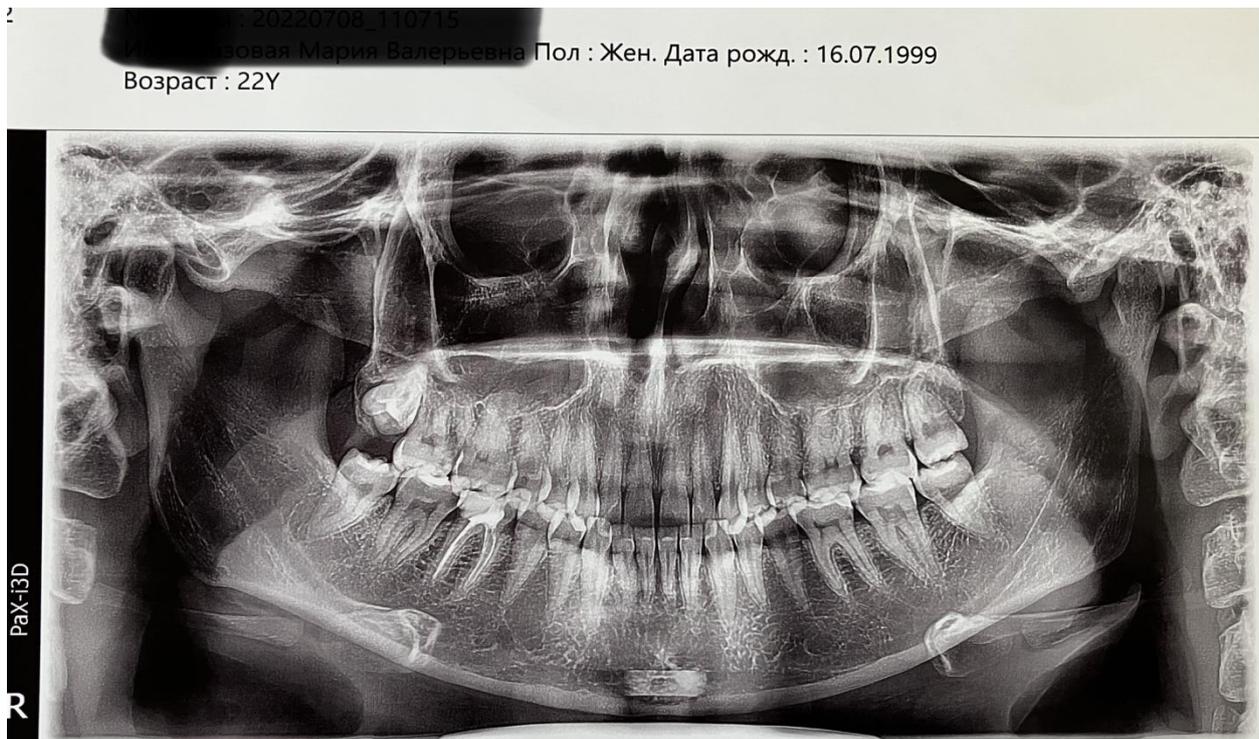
Ортопантомограмма пациентки А
